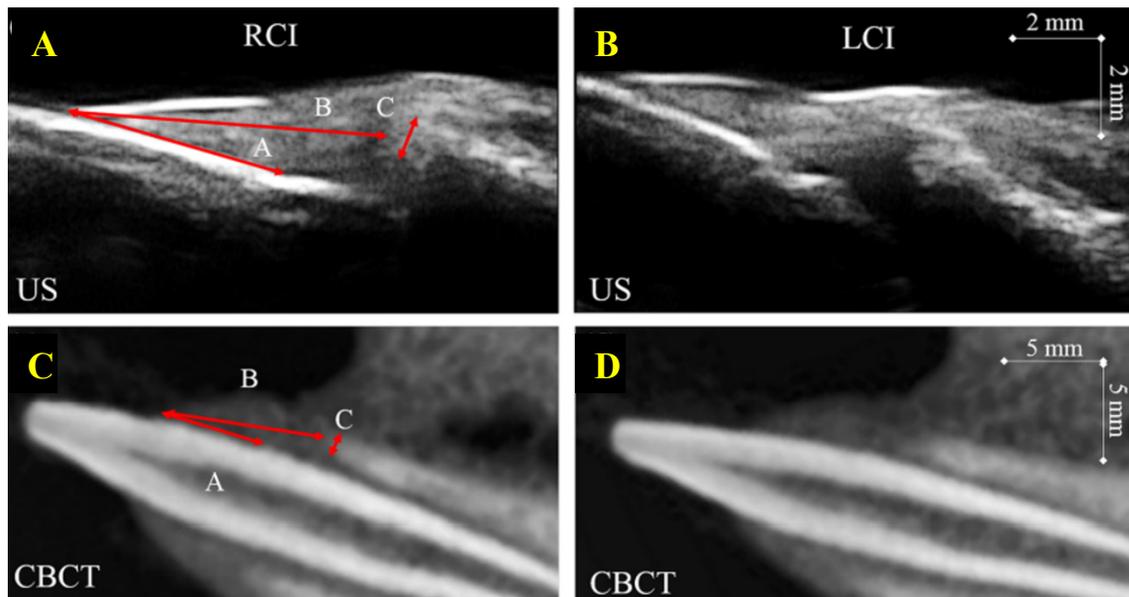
Comparación de imágenes del Ultrasonido y la TCHC. Las flechas indican la distancia desde el margen gingival hasta la unión cemento-esmalte (A), la distancia entre el margen gingival y la cresta alveolar (B), y el grosor del hueso alveolar en la cresta. Tomado de Nguyen et al.⁵⁷
